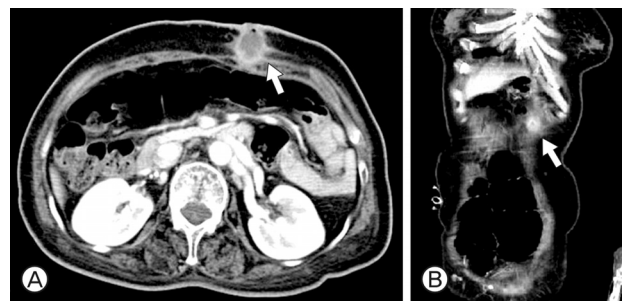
Abdominal computed tomography showing a 2x2 cm air-leaking mural abscess at percutaneous endoscopic gastrostomy site (arrows).
